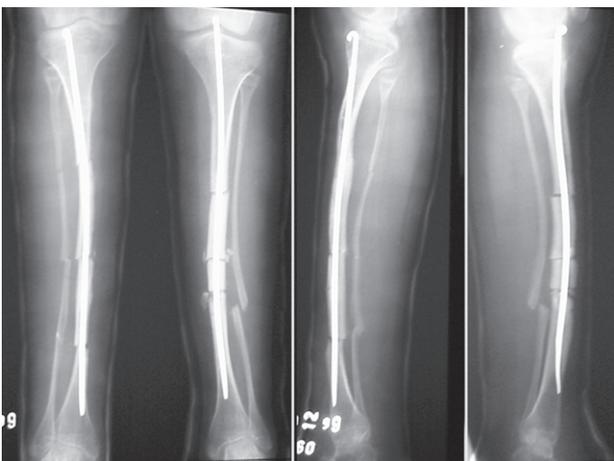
Radiografias após a cirurgia.
